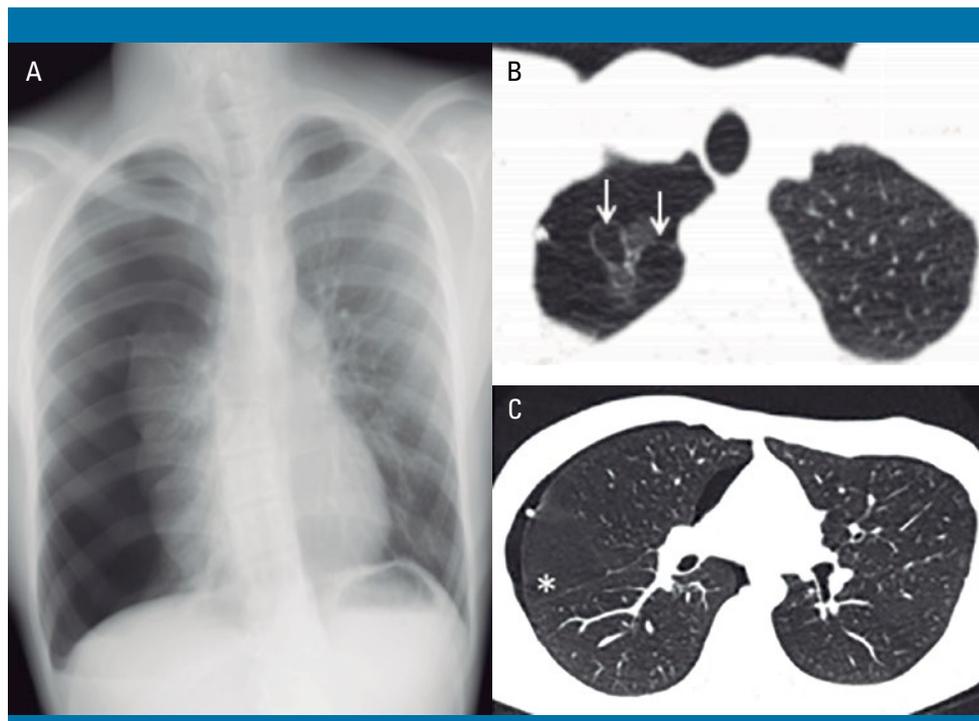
A) Radiografía de tórax anteroposterior a la llegada del paciente a urgencias, en la que se observa un neumotórax derecho de gran dimensión con desplazamiento leve del mediastino. B) Tomografía computarizada torácica, que muestra bullas apicales de hasta 1,8 cm de diámetro (flechas). C) Micronódulos con patrón en árbol de brote asociados a un pequeño infiltrado en vidrio deslustrado en el lóbulo inferior derecho, sugestivos de cambios inflamatorios-infecciosos de la pequeña vía respiratoria (asterisco)
